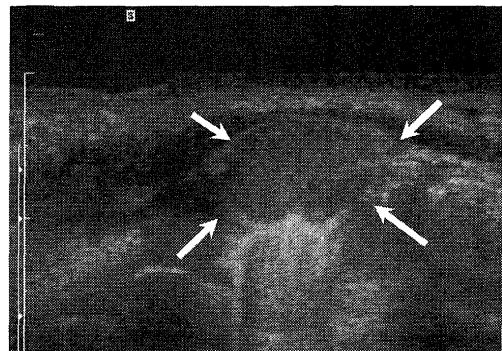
腔内出血を伴う粘液囊胞（症例11）。境界円滑明瞭な高エコー腫瘤（矢印）を認める。周囲には低エコ一体は見られない。
